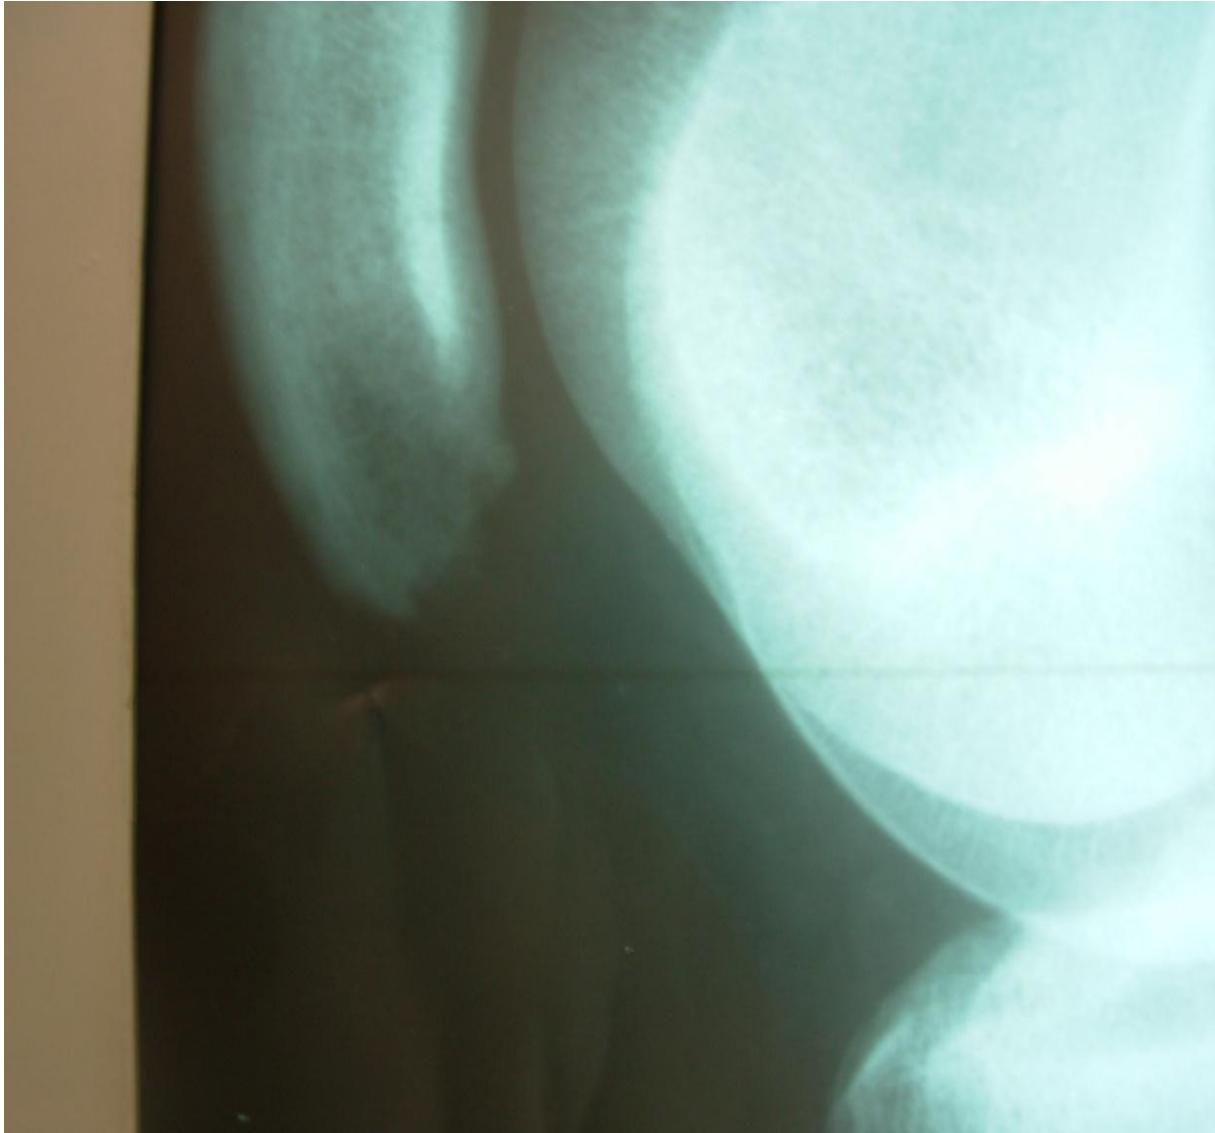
radiographie du genou droit objectivant un aspect grignoté du bec de la patella lieu de l'insertion du tendon patellaire.
